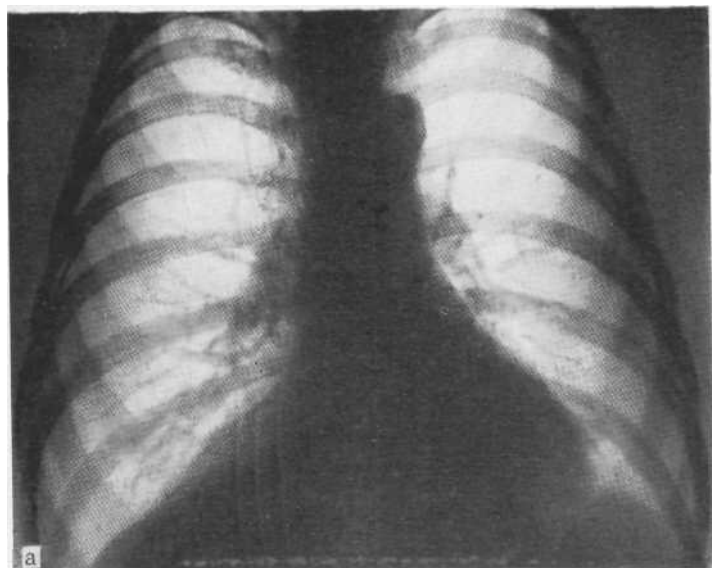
Обзорная рентгенограмма (а) и рентгенограмма в правой бокс проекции (б). Треугольник Шварца—Эбштейна.
